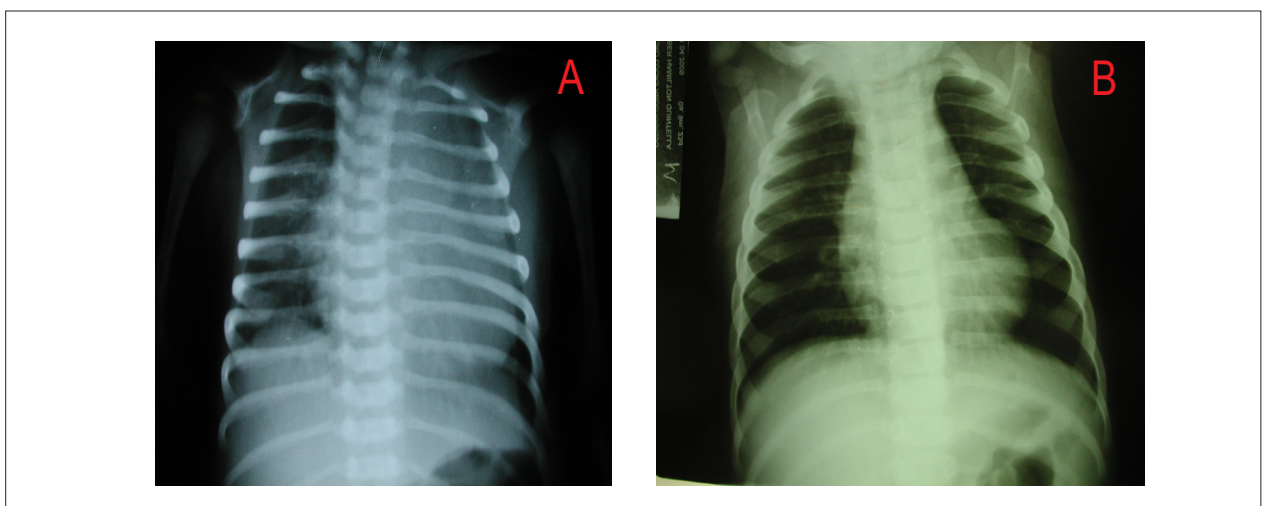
Radiografias de tórax no período preoperatório em A e nove meses após a operação em B salientam a nítida diferença de tamanho da área cardíaca.
